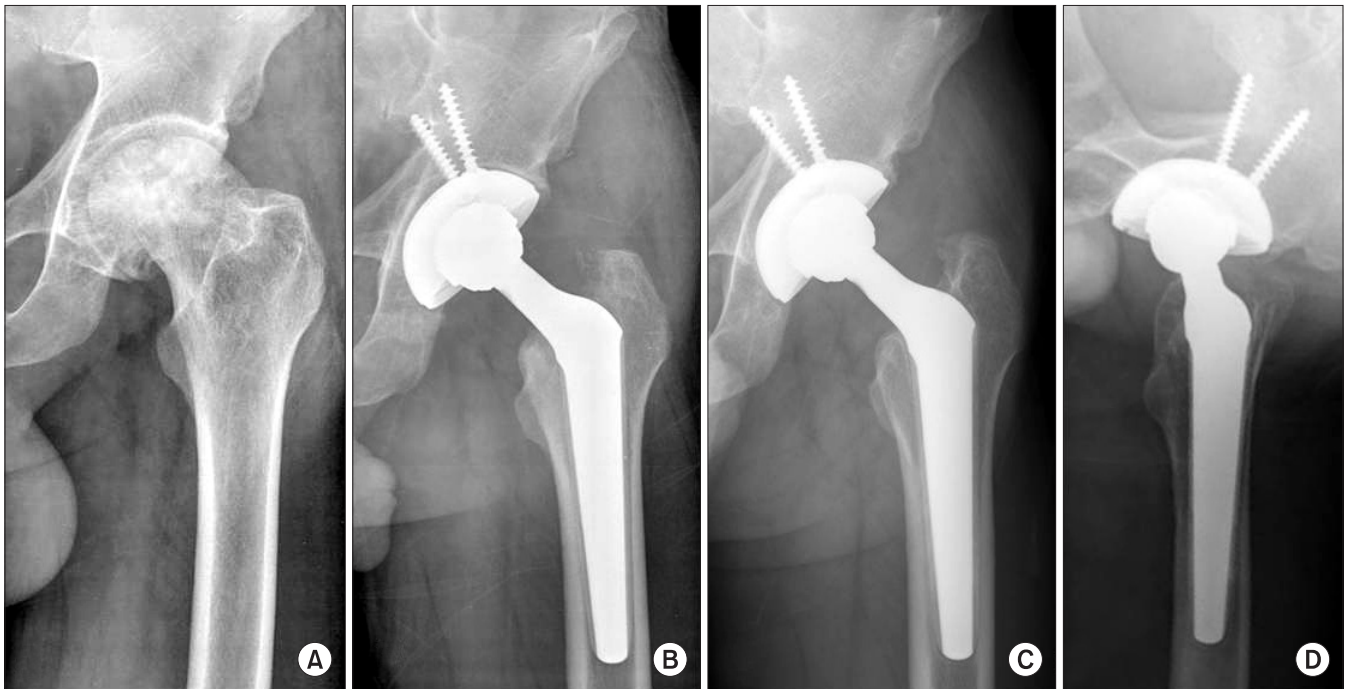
(A) Radiograph of a 50-year-old male with avascular necrosis of the left hip with stove pipe canal type. (B) Immediate postoperative anteroposterior hip radiograph. (C, D) The hip anteroposterior and lateral radiograph shows no subsidence or osteolysis at six years after the operation.
